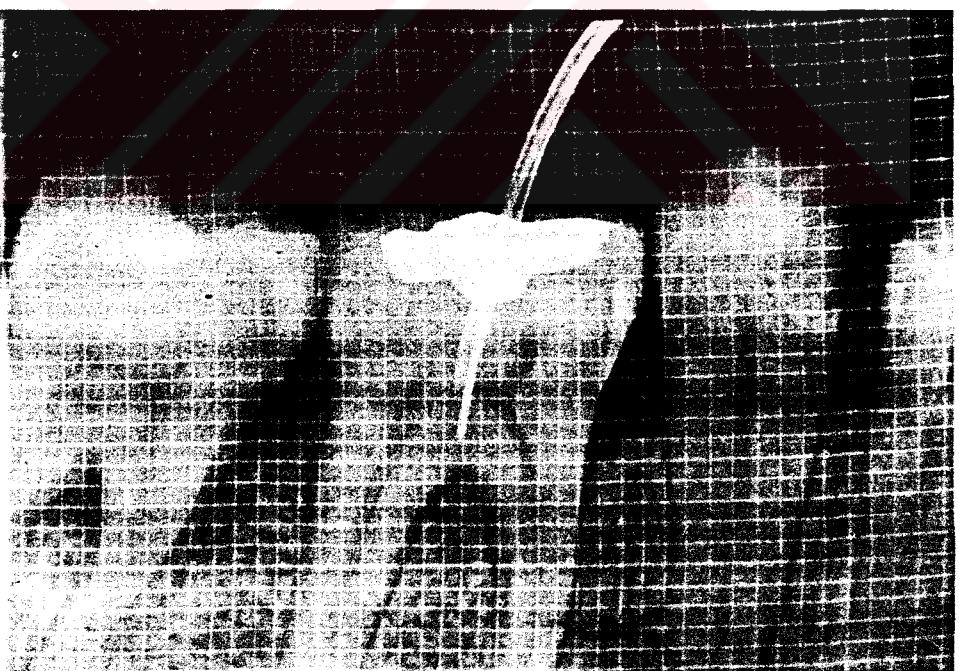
Kombinasyon grubunda bir hastamızın tanı standart röntgeni
